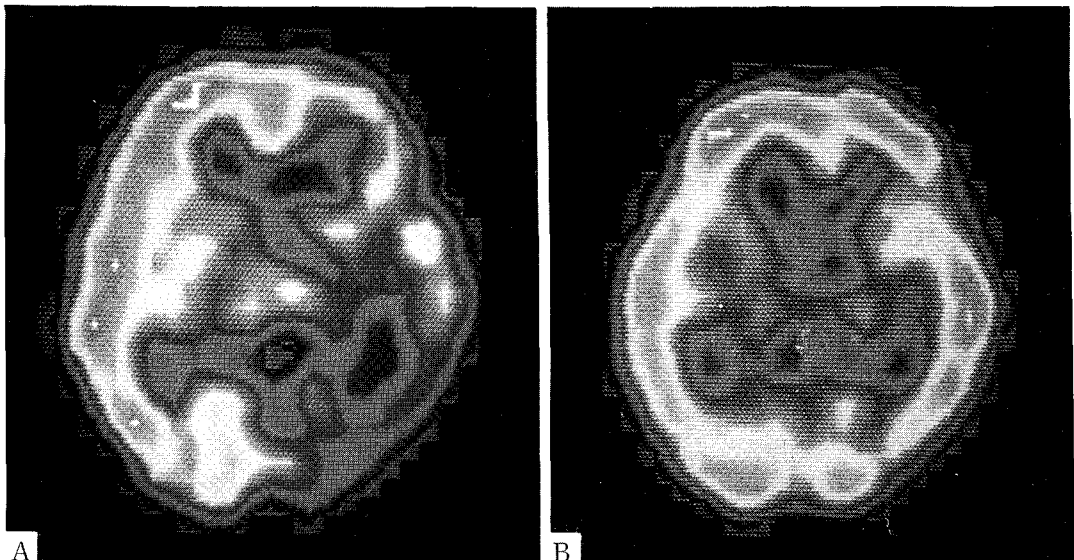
Serial SPECT of a 9 year old patient with grade III stenosis of the left ICA. Preoperative severe hypoperfusion in the left frontoparietal lobes (A) improved markedly after left side EDAS (B). The perfusion index increased by 18% and the patient showed grade 2 improvement of ischemic attacks.
